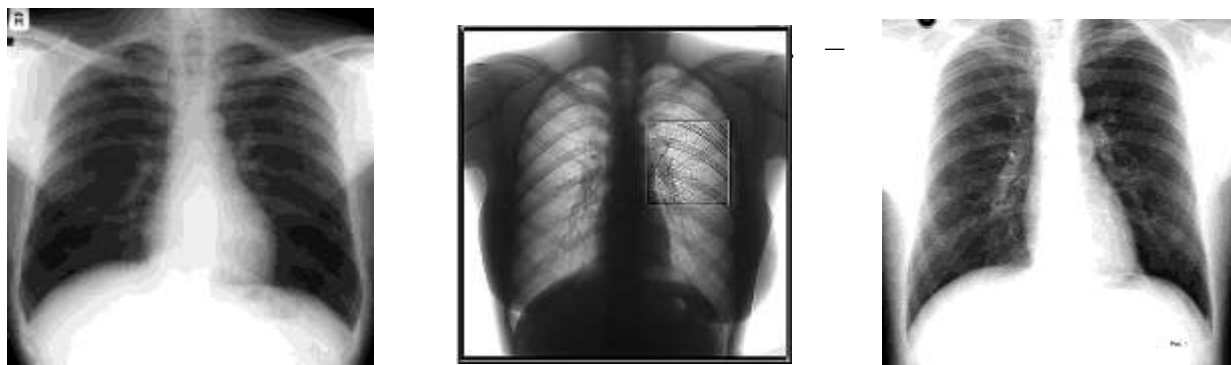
Рентгенологические методы.
